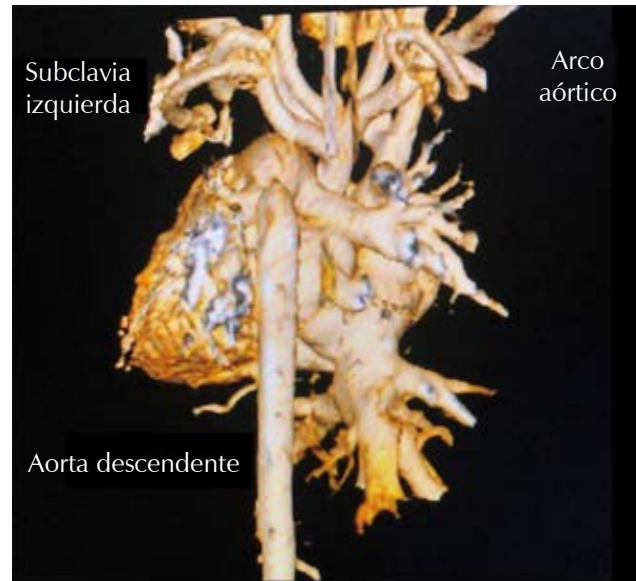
Tomografía cardíaca con reconstrucción. Se observa la interrupción entre la comunicación de la subclavia izquierda y la aorta descendente.
